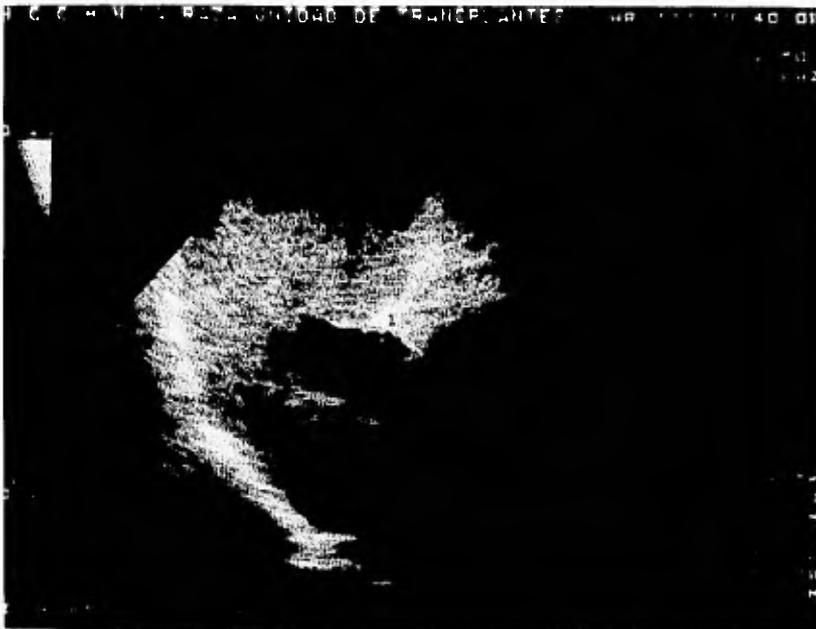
US Doppler Color en corte oblicuo que demuestra una vena porta dilatada con diámetro de 18.8 mm. a nivel del hilio hepático, conservando flujo hepatopeto en un paciente masculino de 60 años con cirrosis hepática.
